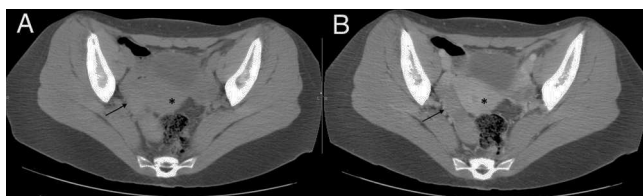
A) Tomografía computarizada abdominopélvica sin contraste intravenoso. B) Con contraste intravenoso. Estructura tubular de densidad en partes blandas, bien definida y delimitada, en región pararectal y retrouterina derecha (flecha), que no realza tras la administración del contraste intravenoso (signo sugestivo de isquemia). Nótese, por comparación, el intenso realce uterino (asterisco).
